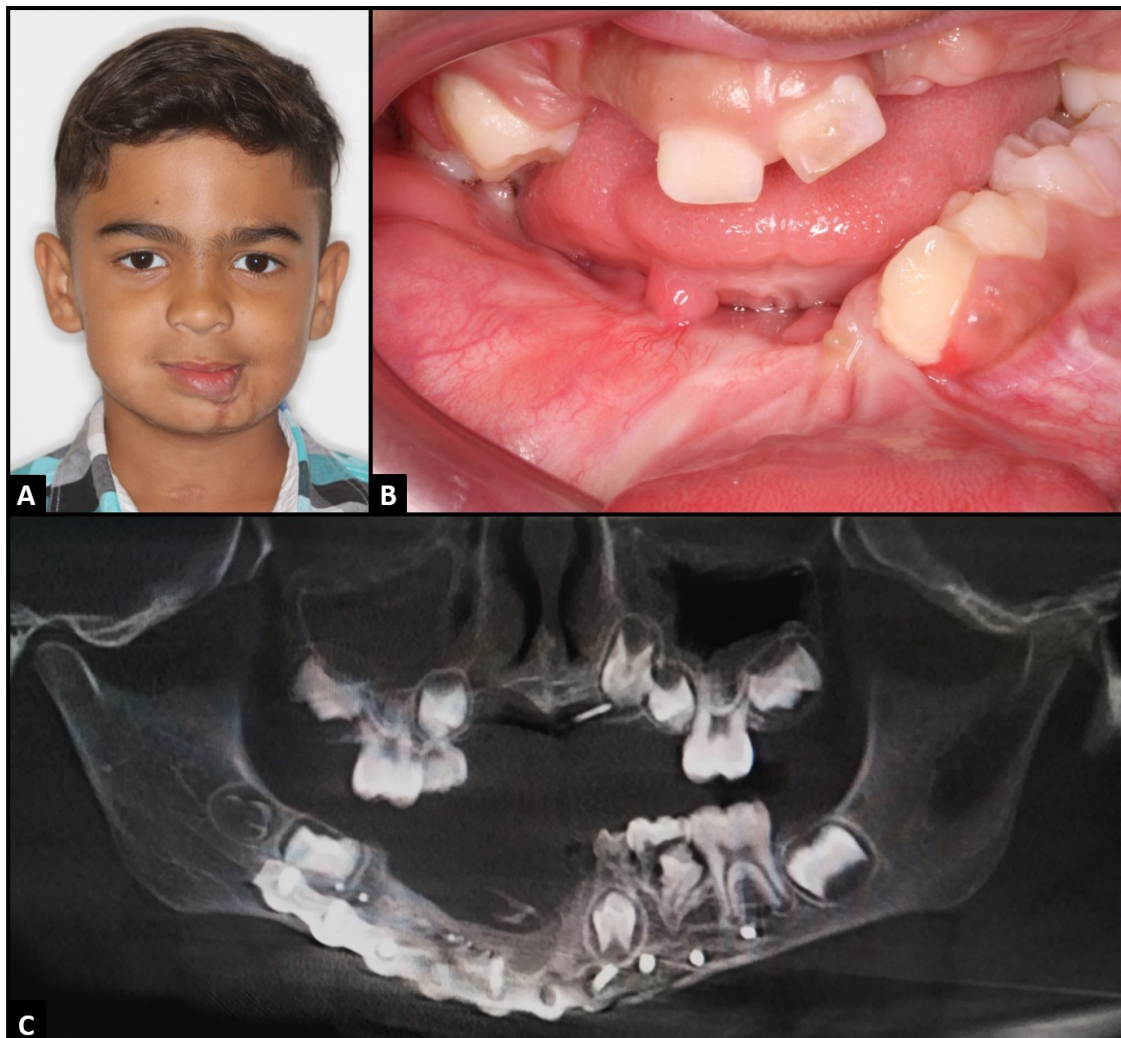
Imagens pós-operatórias de 8 meses em vista frontal (A) e vista intraoral (B) e reconstrução panorâmica de tomografia computadorizada (C) pós-operatória de 8 meses demonstrando o volume ósseo na região de enxertia.
